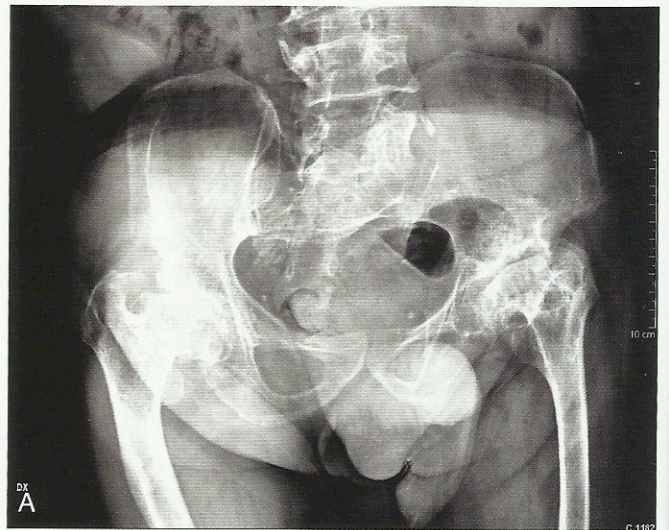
(A) Esame radiografico del bacino e delle anche di un paziente di 58 anni con displasia spondilo-epifisaria. (B) Controllo post-operatorio dopo sostituzione protesica dell'anca sinistra.
